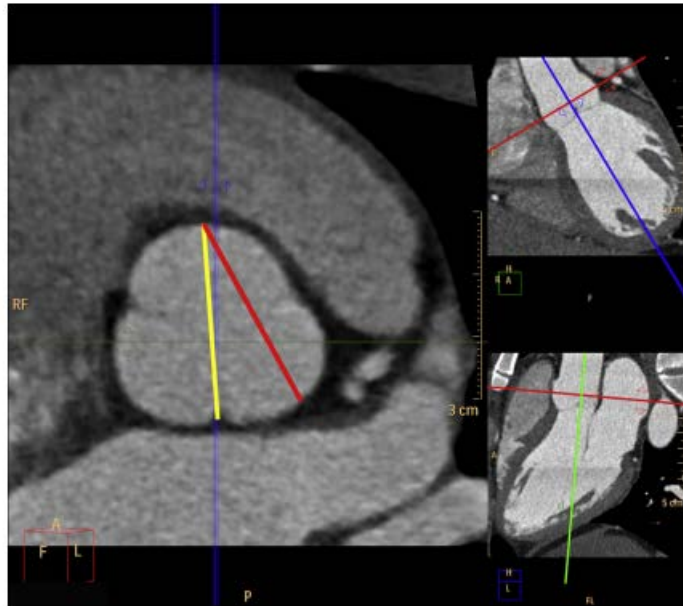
CT 测量的主动脉根部。主动脉根部的内径一般是从窦窦联合处的内边至对侧窦来测量（黄线），或者是从一个窦至另一窦测量（红线），如大图所示（左）是局部放大的主动脉根部在乏氏窦水平横断面图像。用双斜图像来定位（如右图所示）。
